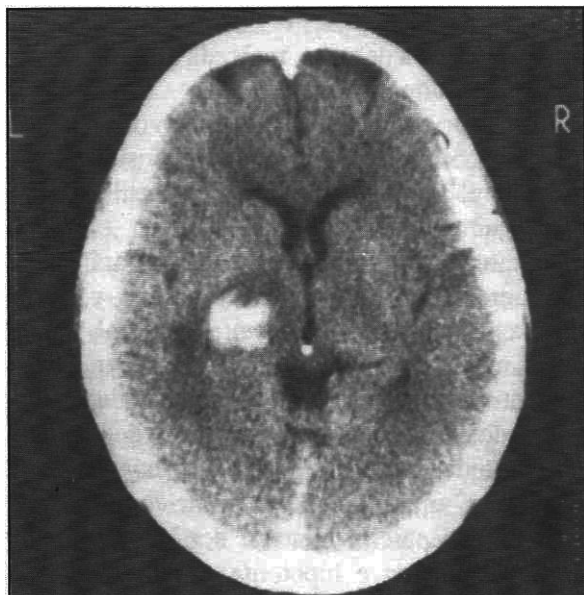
TC cerebral simple que mostró un hematoma tálamo-capsular izquierdo con escaso edema perilesional y leve efecto de masa en un paciente con hemiparesia derecha, anomia, apraxia e inatención.
